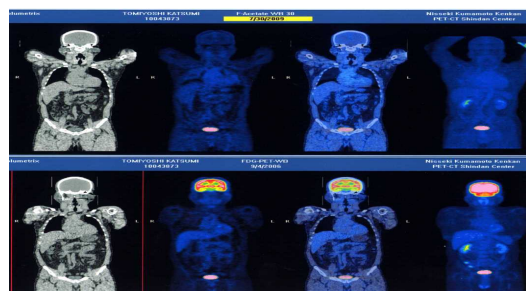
被験者 B の ^{18}F acetate の経時的変化 (上段: ^{18}F acetate、下段 ^{18}F FDG)
